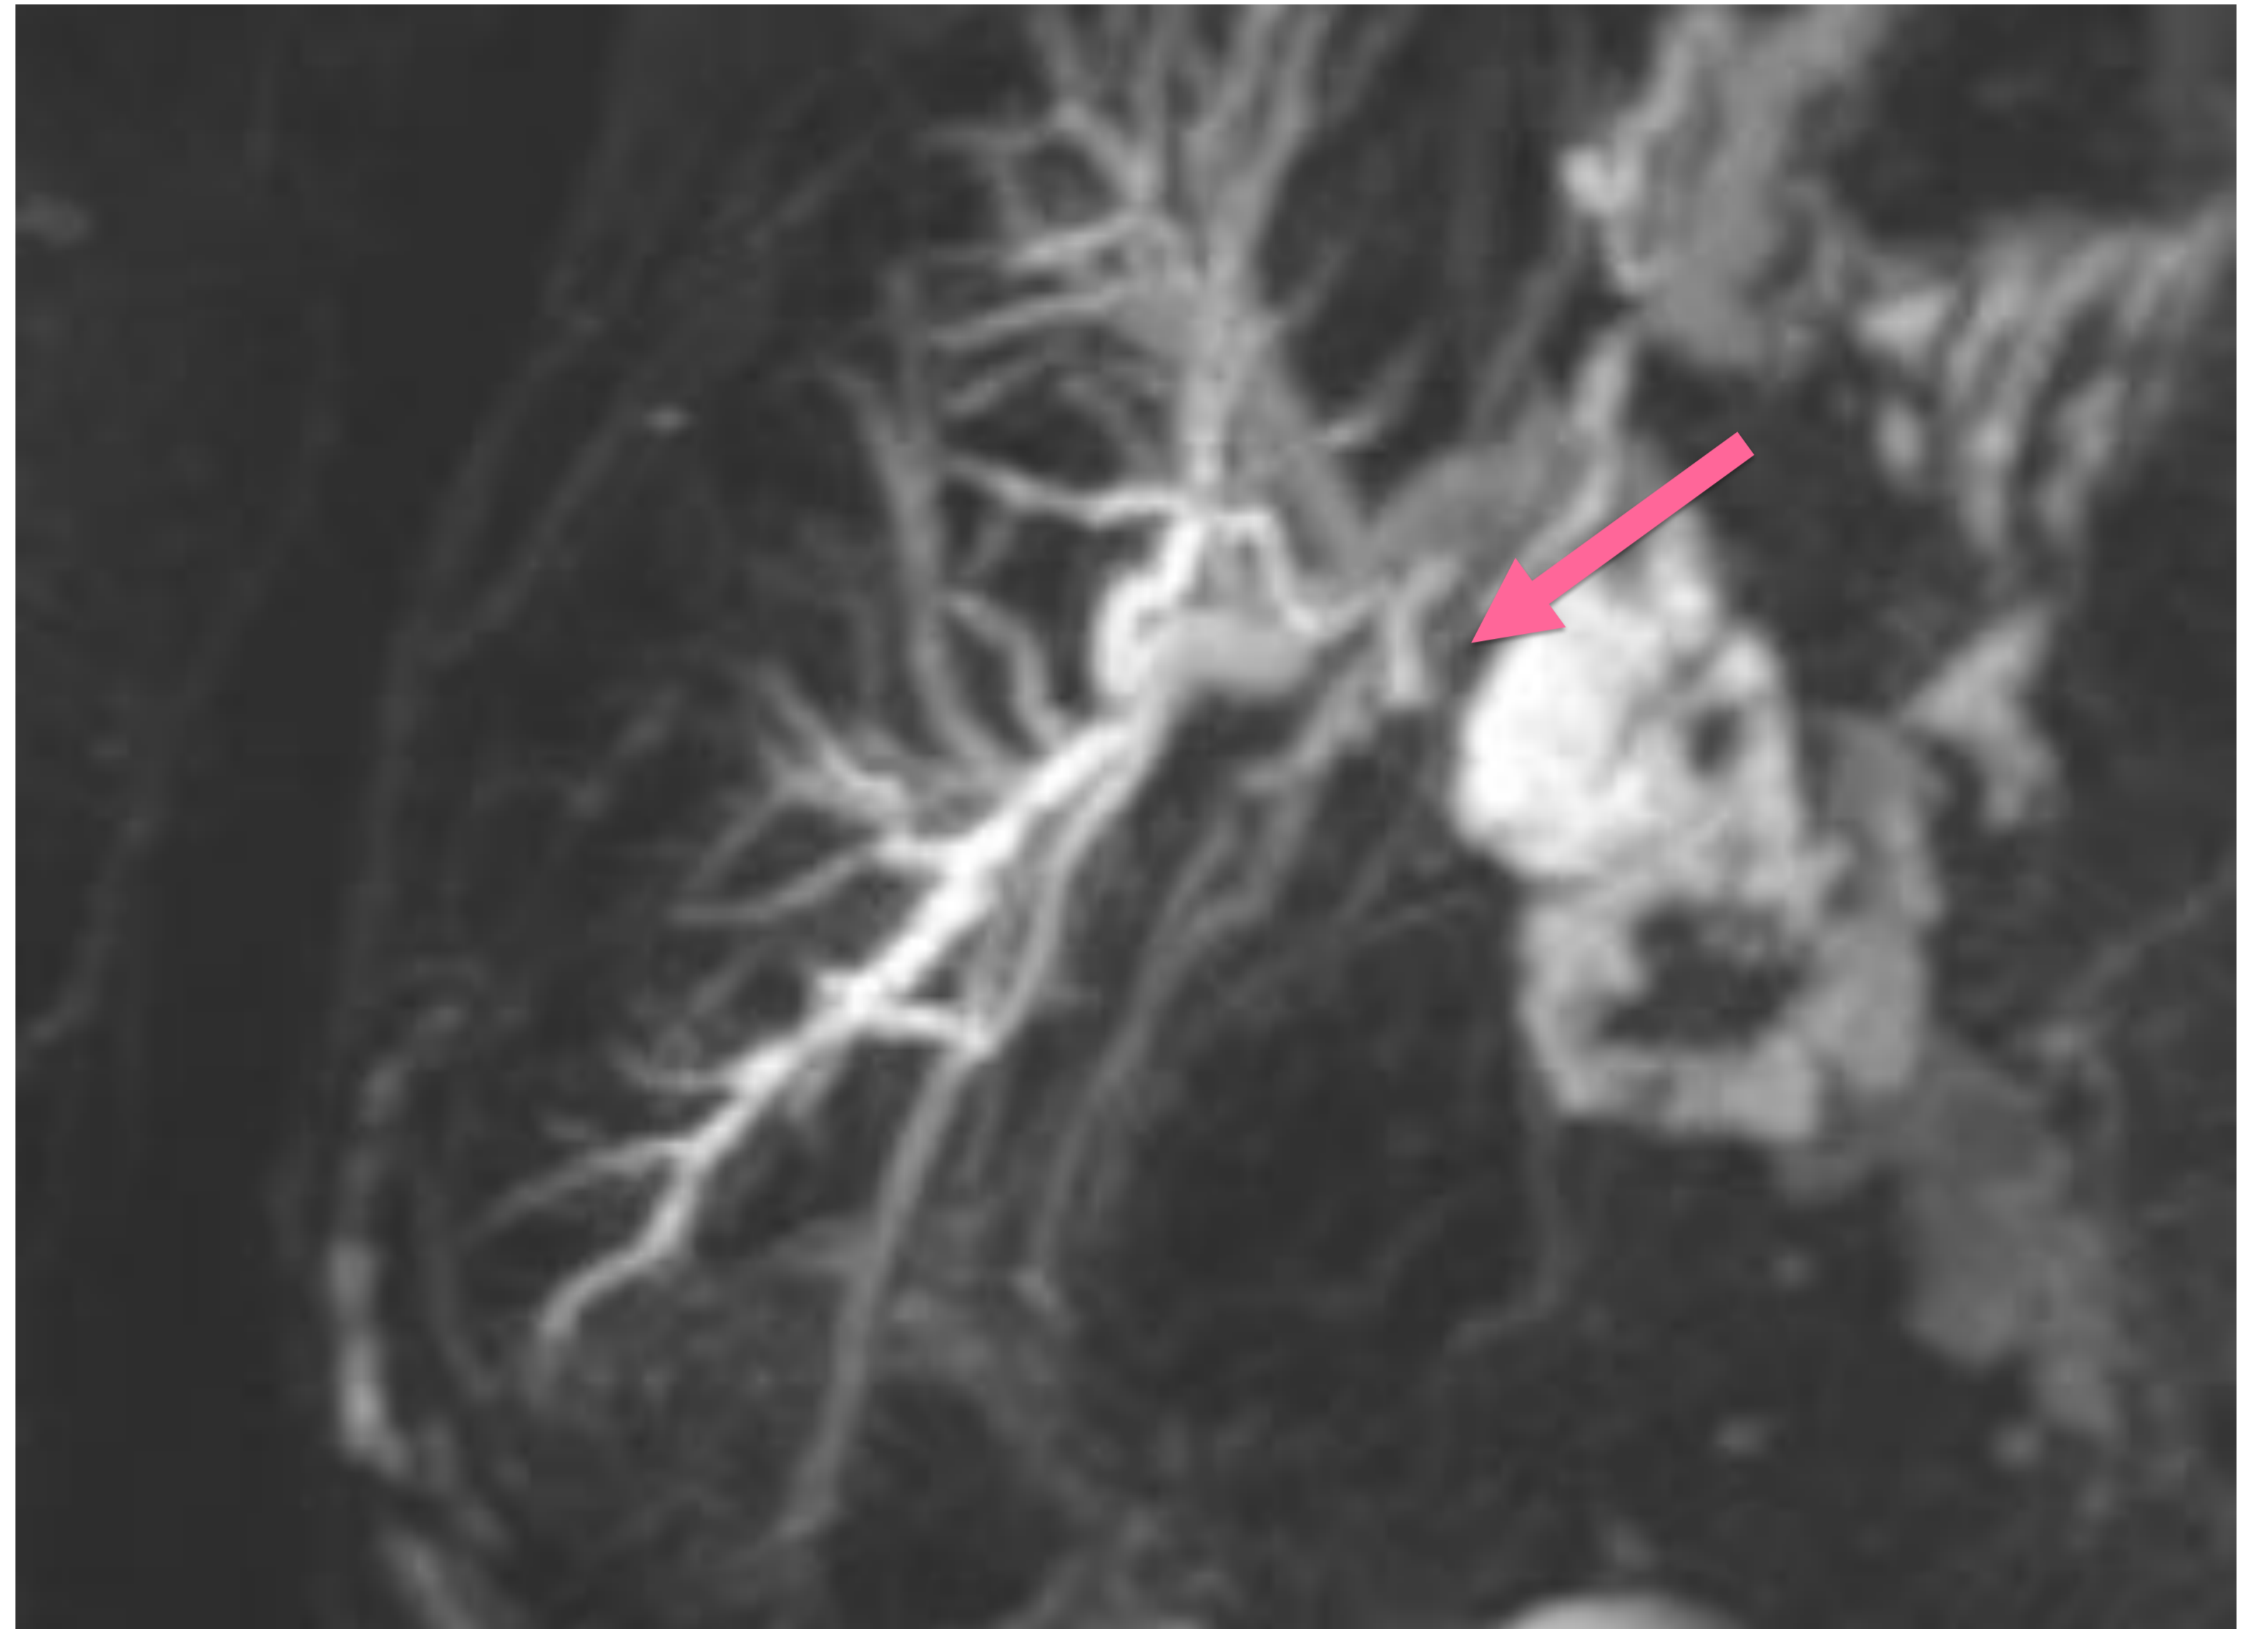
Reconstrucción en 3D de colangio-RM de la misma paciente. Dilatación de la vía biliar intrahepática desde el punto de la enteroanastomosis (flecha rosa).
